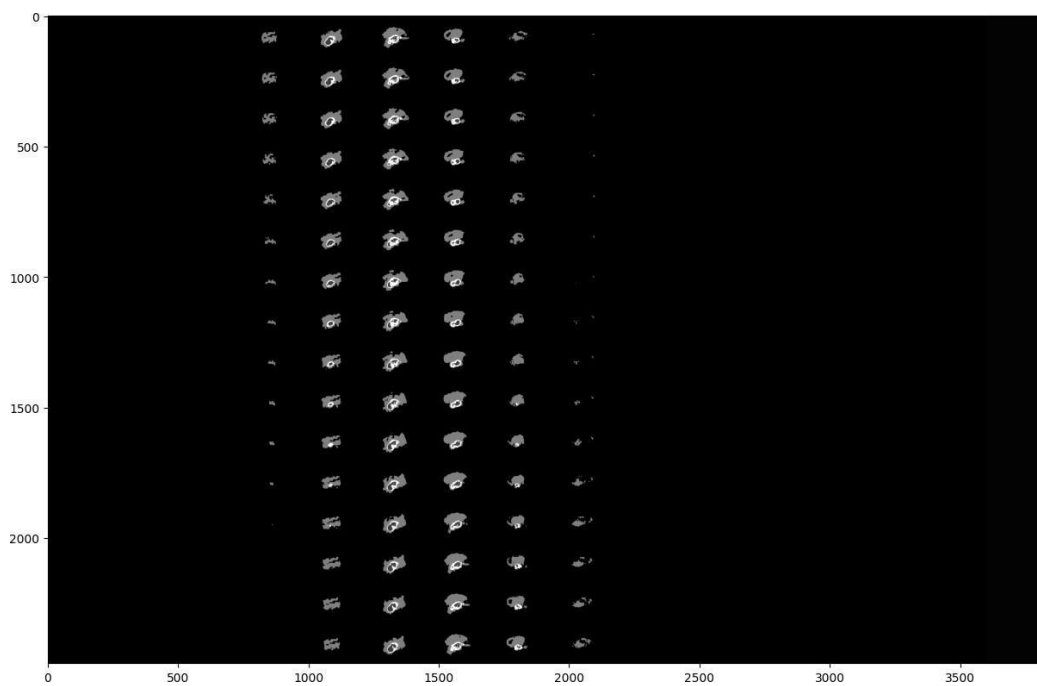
Відображення сегментації всіх зрізів МРТ-сканування для модальності Т1 для першого пацієнта
